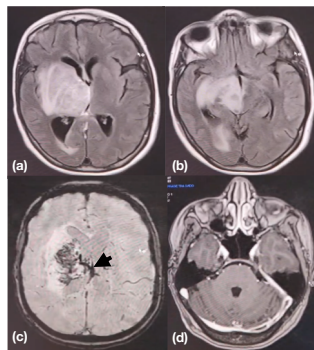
IRM cérébrale en coupes axiales en séquence FLAIR (a,b), T2* (c) et T1 avec injection de gadolinium révélant un hypersignal thalamique, du noyau lenticulaire et de la tête du noyau caudé (a) étendu au pédoncule cérébral à droite (b) exerçant un effet de masse. On note un infarctus hémorragique thalamique droit associé à une thrombose de la VCI droite (flèche) (c). Après injection de gadolinium, on retient l'absence d'opacification du SL gauche (d).
